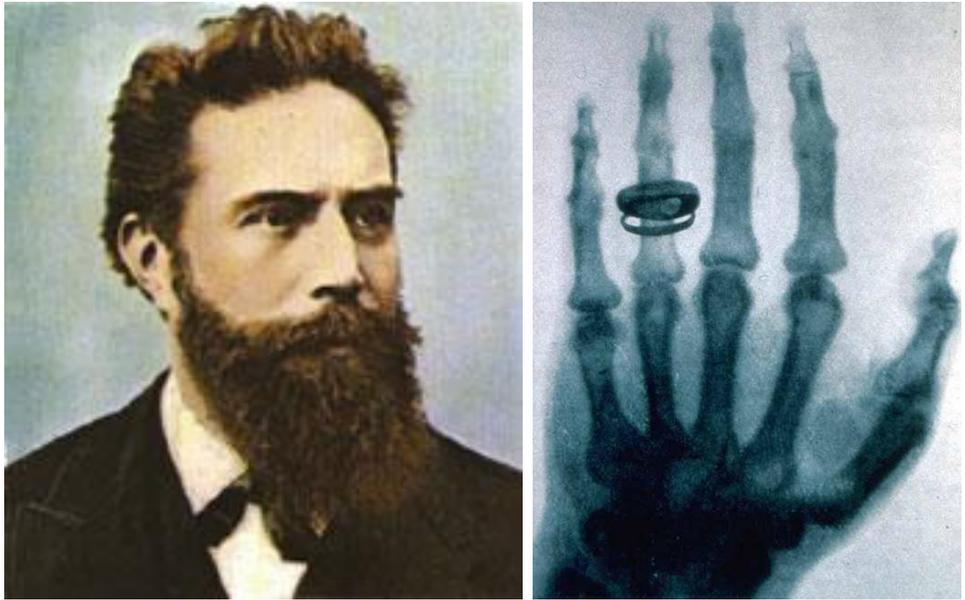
El descubridor de la radiación ionizante, Wilhelm Röntgen, y la radiografía de la mano de su esposa
